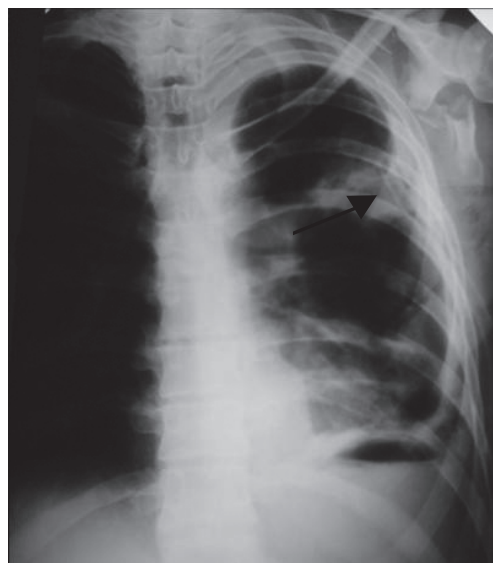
Рентгенограмма больного Д., 36 лет, расположение дренажа вдоль грудной стенки
